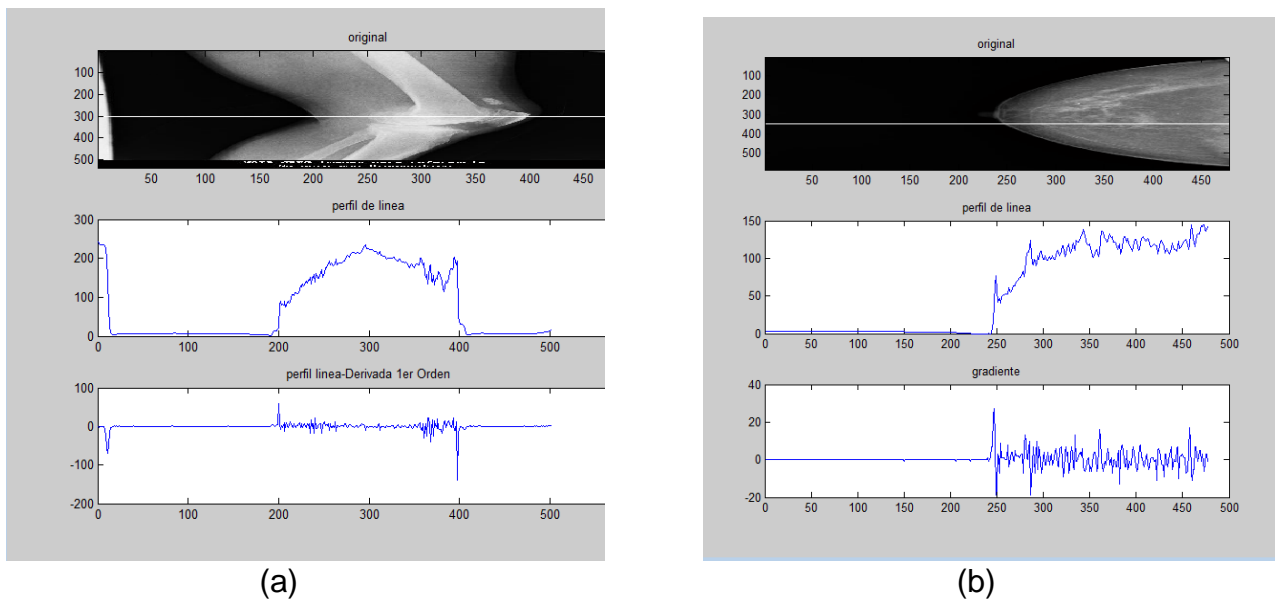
Perfil de línea mostrando la respuesta de la derivada a los cambios de niveles de gris(a) de una radiografía de tobillo y (b) de una mamografía
